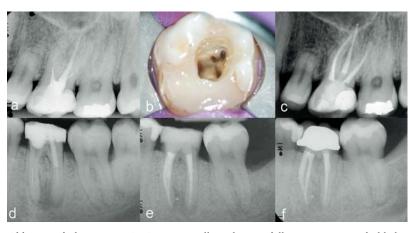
Einfache Revision (a–c) mit Darstellung des ungefüllten zweiten mesiobukkalen Kanaleingangs (b), der in der röntgenologischen Kontrolle allerdings durch den mesiobukkalen Kanal überlagert ist; aufwändigere Revision (d–f) unter Entfernung eines frakturierten Feilenfragmentes und eines Wurzelstiftes (d) mit erkennbarer Heilung (e) nach vier Monaten und einem Jahr (f).
